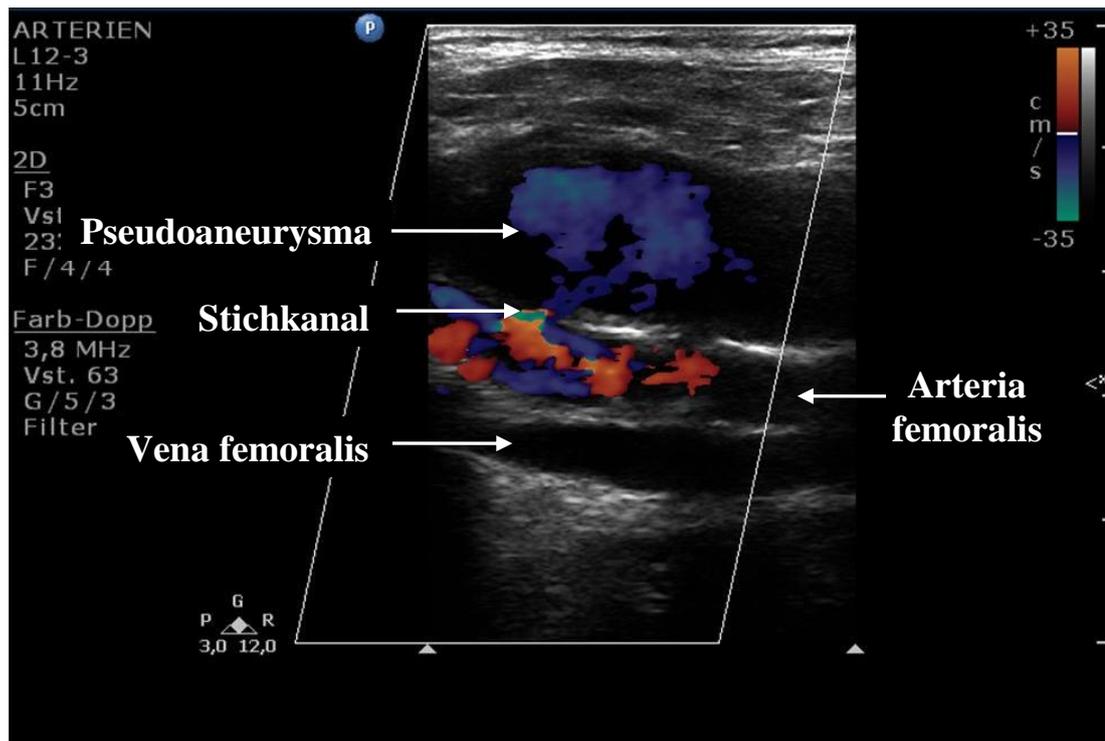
dopplersonographische Darstellung eines Pseudoaneurysmas. Das Blut strömt aus der Arterie über den Stichkanal in die Pseudoaneurysmahöhle. Der Blutstrom stellt sich in der Dopplersonographie farbiger dar. In enger Nachbarschaft zur Arterie verläuft die Vene.
